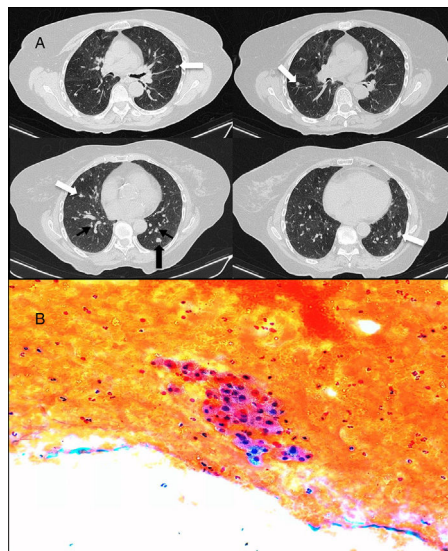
A) Cortes en espiración de la tomografía axial computerizada sin administración de contraste intravenoso: múltiples nódulos pulmonares sólidos bilaterales (flechas blancas), engrosamientos difusos de las paredes bronquiales (flechas negras delgadas), asociados a patrón de atenuación en mosaico, sugestivos de atrapamiento aéreo (asteriscos). El nódulo en lóbulo inferior izquierdo (flecha negra gruesa) se corresponde con el nódulo puncionado. B) Citología por punción-aspiración con aguja fina de uno de los nódulos: grupo de células de citoplasma finamente granular, con núcleos levemente irregulares, de cromatina puntiforme, sobre fondo hemático.
